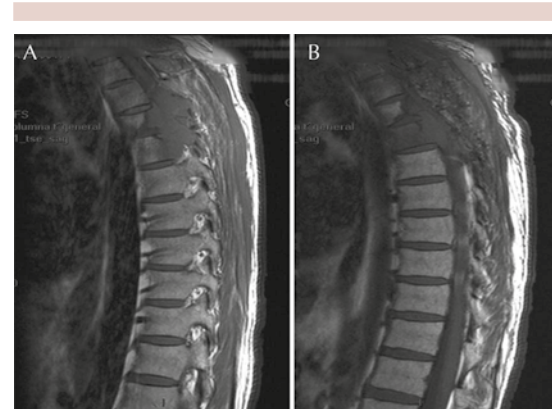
A. Resonancia magnética de columna dorsal en la que se observa una imagen tumoral de T4 a T5 intra y extrarraquídea con compresión severa de la médula y destrucción de los cuerpos vertebrales. B. Imagen tomada un mes posterior a la cirugía de resección tumoral en la que se observa la lesión extradural de mayor tamaño con extensión de T3 a T5 con compresión importante de la médula espinal.
